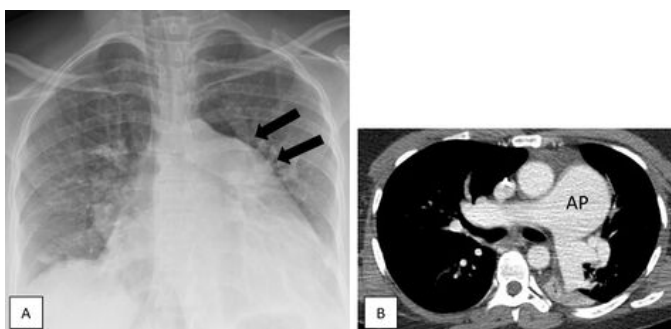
A. Déformation convexe de l'arc moyen gauche sur la radiographie de thorax (flèches). B. Dilatation de l'artère pulmonaire (« AP ») sur la TDM thoracique avec injection de produit de contraste. Hypertension artérielle pulmonaire
